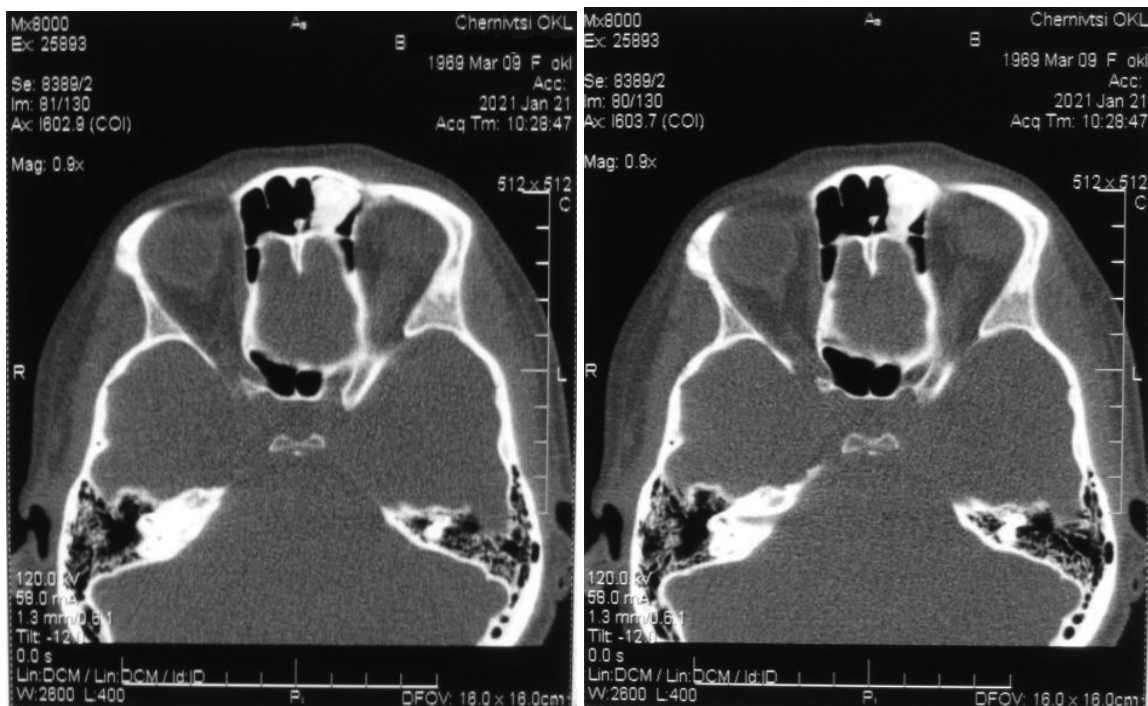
КТ лобових пазух
